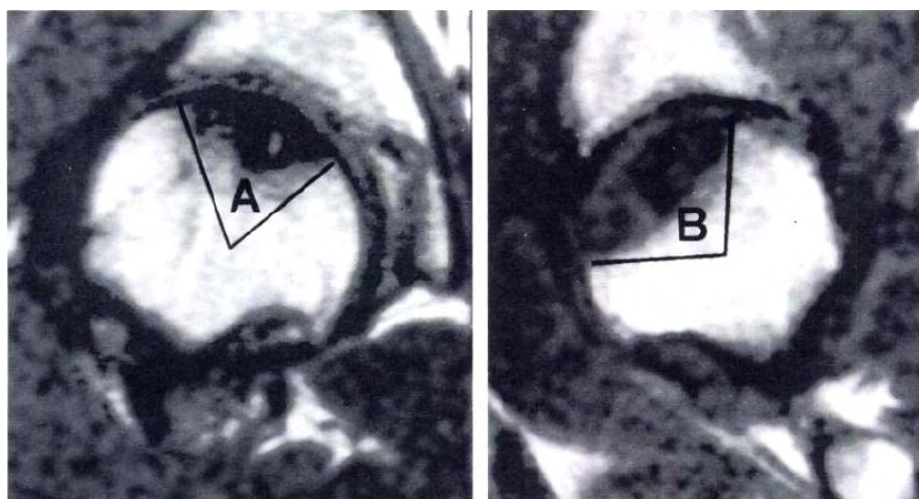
Οστεονέκρωση ομάδας B με βλάβη λιγότερο από 25% στο τμήμα φόρτισης της κεφαλής του μηριαίου. (α) Στεφανιαία (coronal) τομή MRI παρουσιάζει μια μικρή βλάβη οστεονέκρωσης καταλαμβάνοντας περίπου 45° (τμήμα μεταξύ των γραμμών) του τμήματος φόρτισης της κεφαλής της μηριαίας κεφαλής. (β) μετωπιαία (axial) τομή MRI εικόνας δείχνει τη διάσταση προσθιοπίσθια περιοχή της βλάβης που είναι ίση με το 1/4 στην εμπρόσθια πλευρά του τμήματος φόρτισης της μηριαίας κεφαλής (βέλη).
